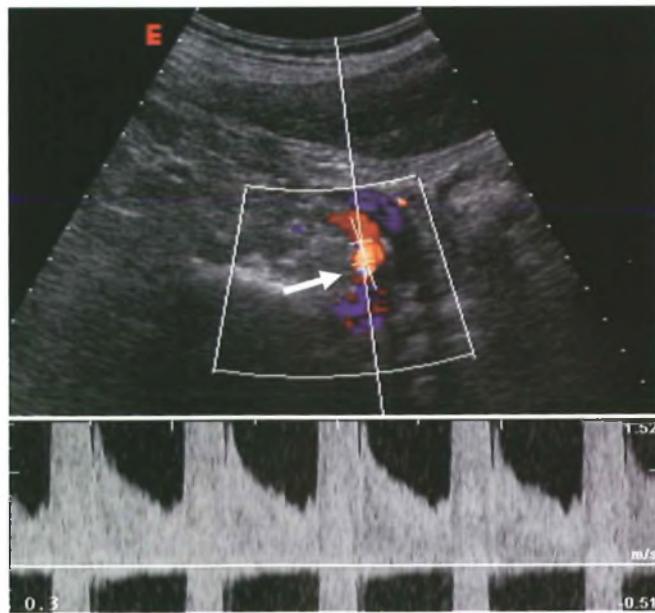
Stenosi critica del tratto iniziale dell'arteria renale destra (all'emergenza aortica) in paziente con arteriosclerosi generalizzata. L'eco-color-Doppler evidenzia l'artefatto colorimetrico (freccia) noto come effetto mosaico o aliasing e il velocitogramma marcatamente alterato per aumento delle velocità di picco sistolico.
